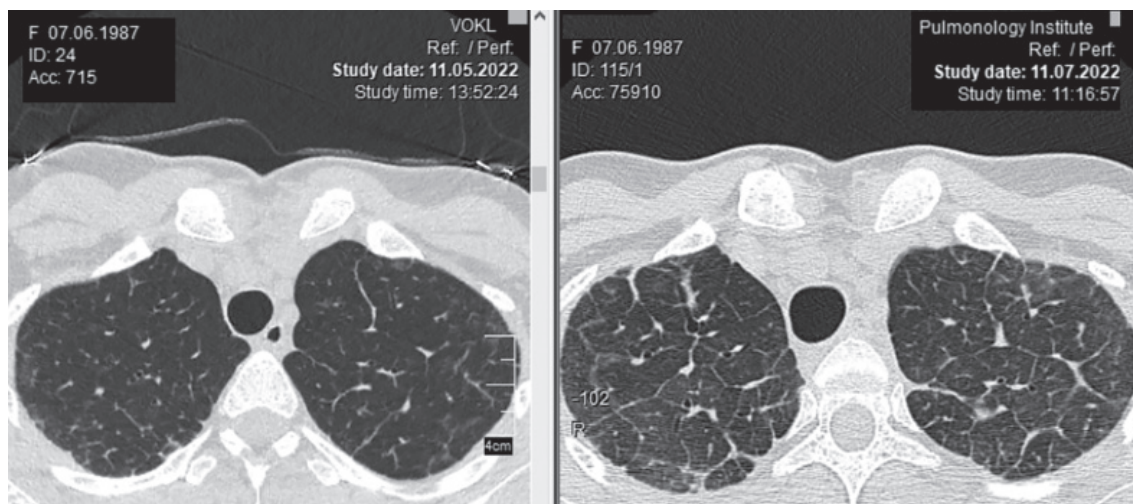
Пацієнтка К., 35 років. КТ: лімфогенний карциноматоз легень, прогресування процесу
